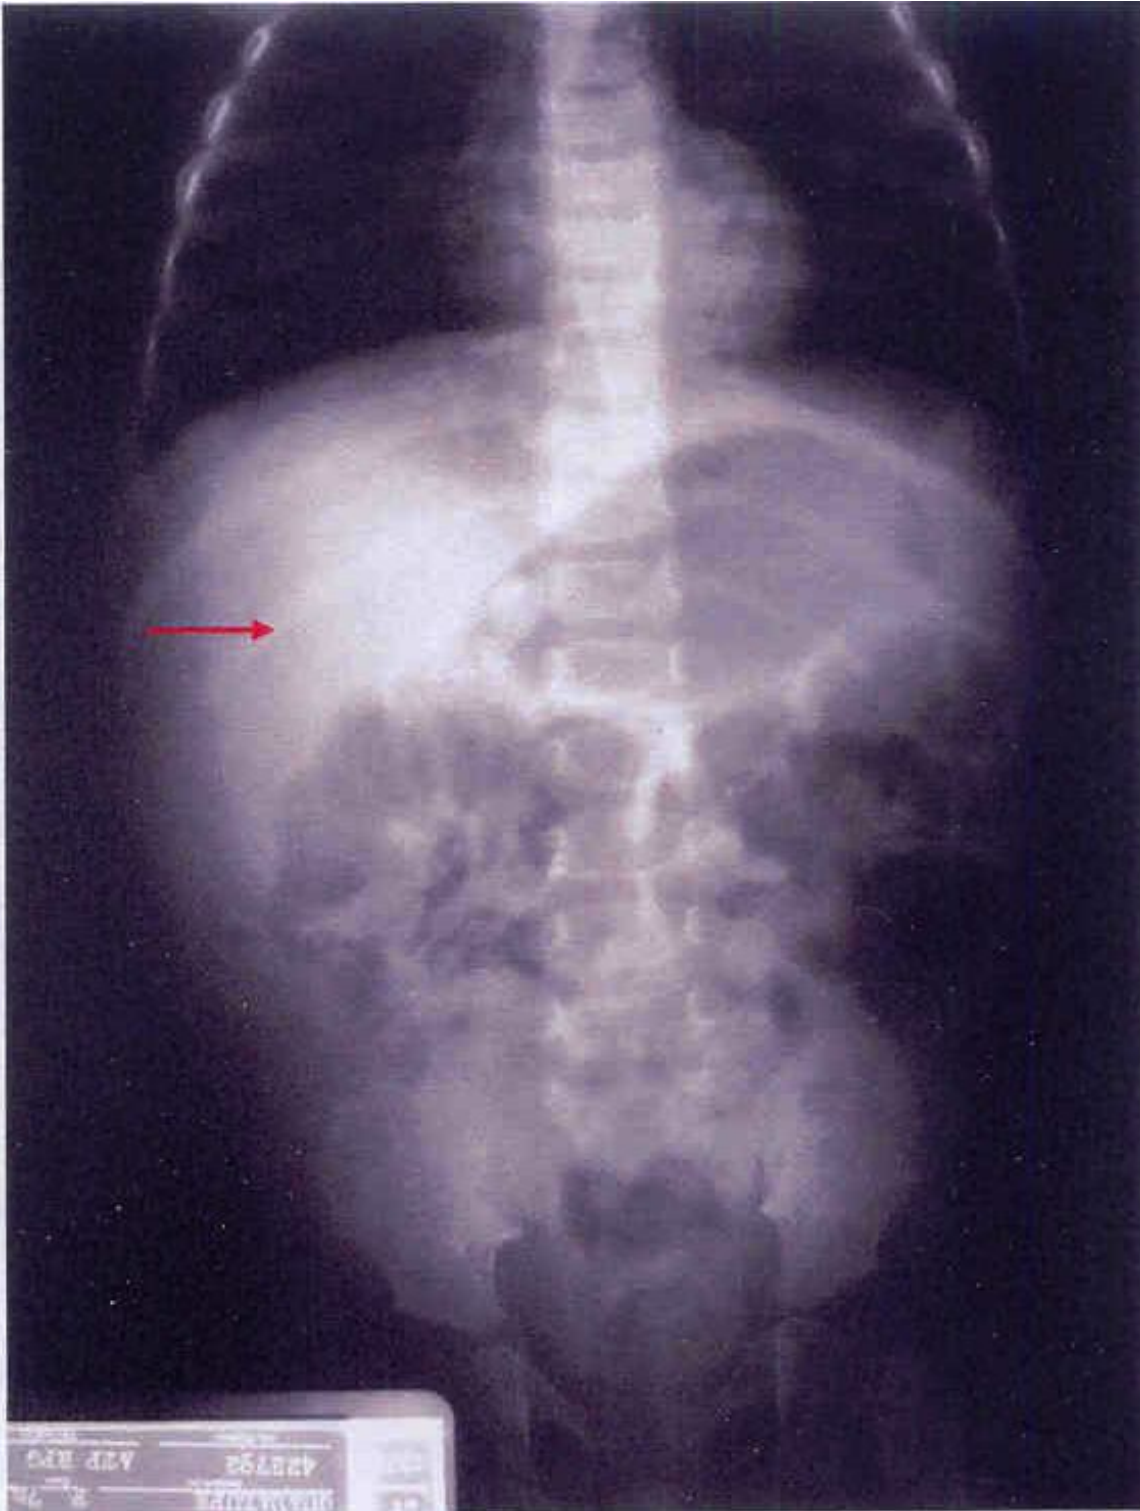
Radiografía simple de abdomen, mostrando 2 cálculos, además de vesícula importantemente distendida.
